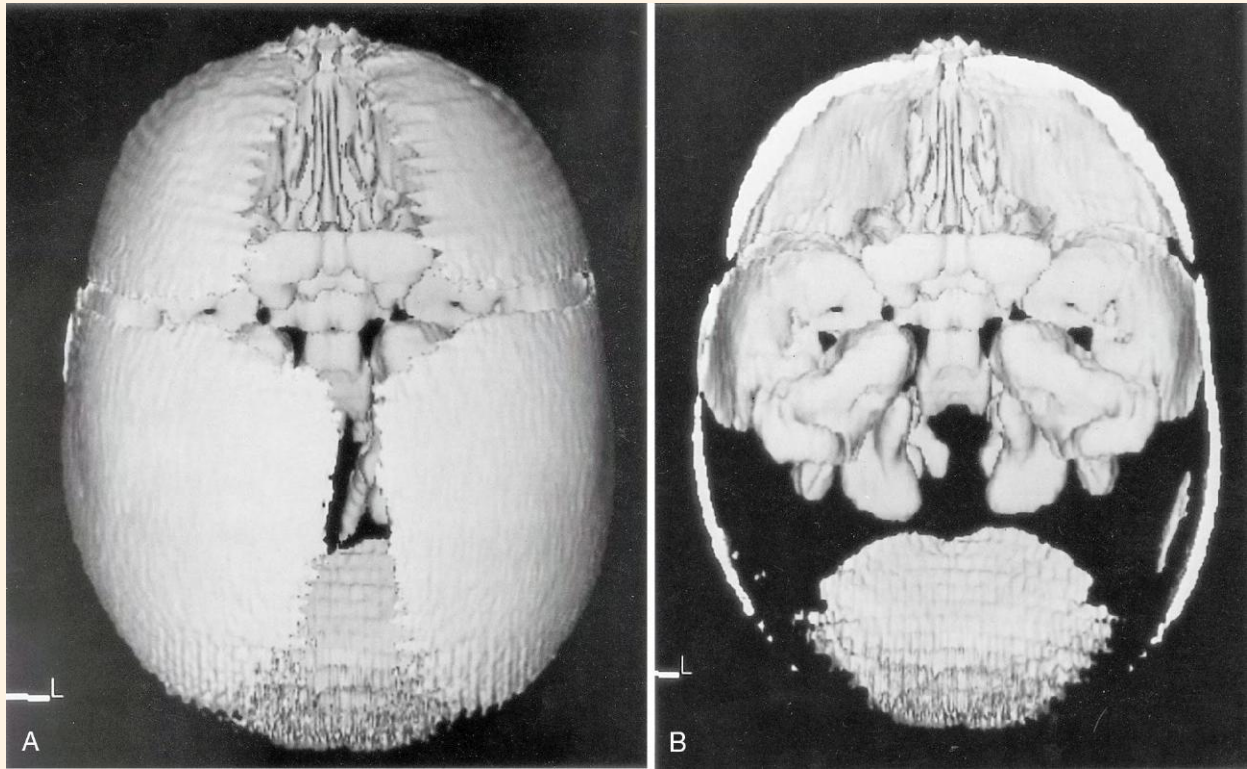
Reconstrucciones de tomografía computarizada de alta resolución que ofrecen una imagen del cráneo de un feto de 18 semanas. A, Foco en los huesos superficiales del cráneo. B, Huesos más profundos del mismo cráneo. (Cortesía de R.A. Levy, H. Maher y A.R. Burdi, Ann Arbor, Mich.)
